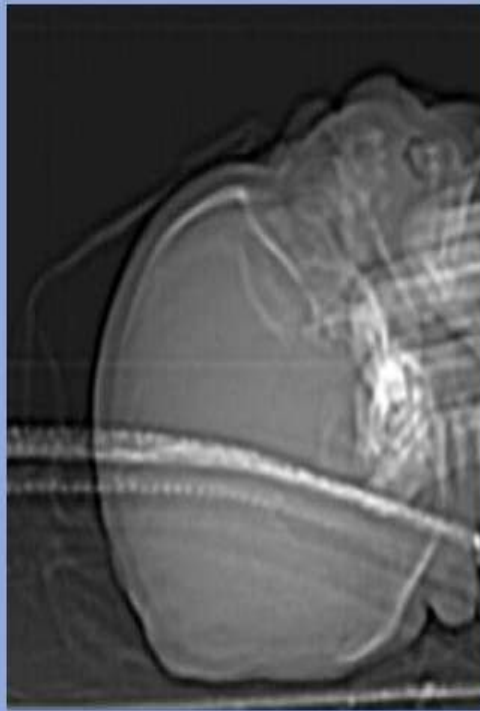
a- TC scout. Gran defecto óseo que interesa el vertex craneal. b & c-Vistas axiales. 13 meses después mostraba mínimo crecimiento óseo.
